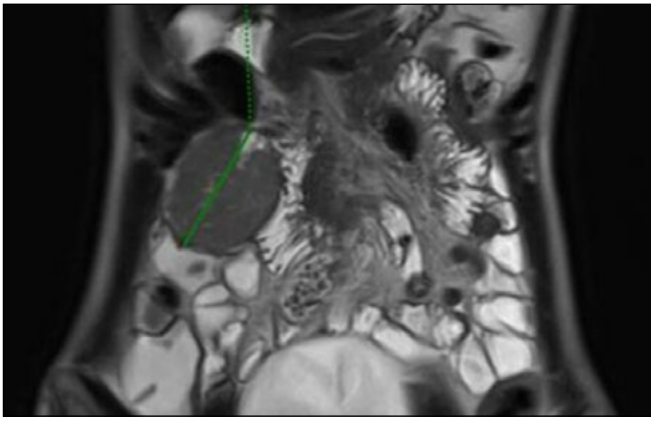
RMN abdomen corte coronal.
